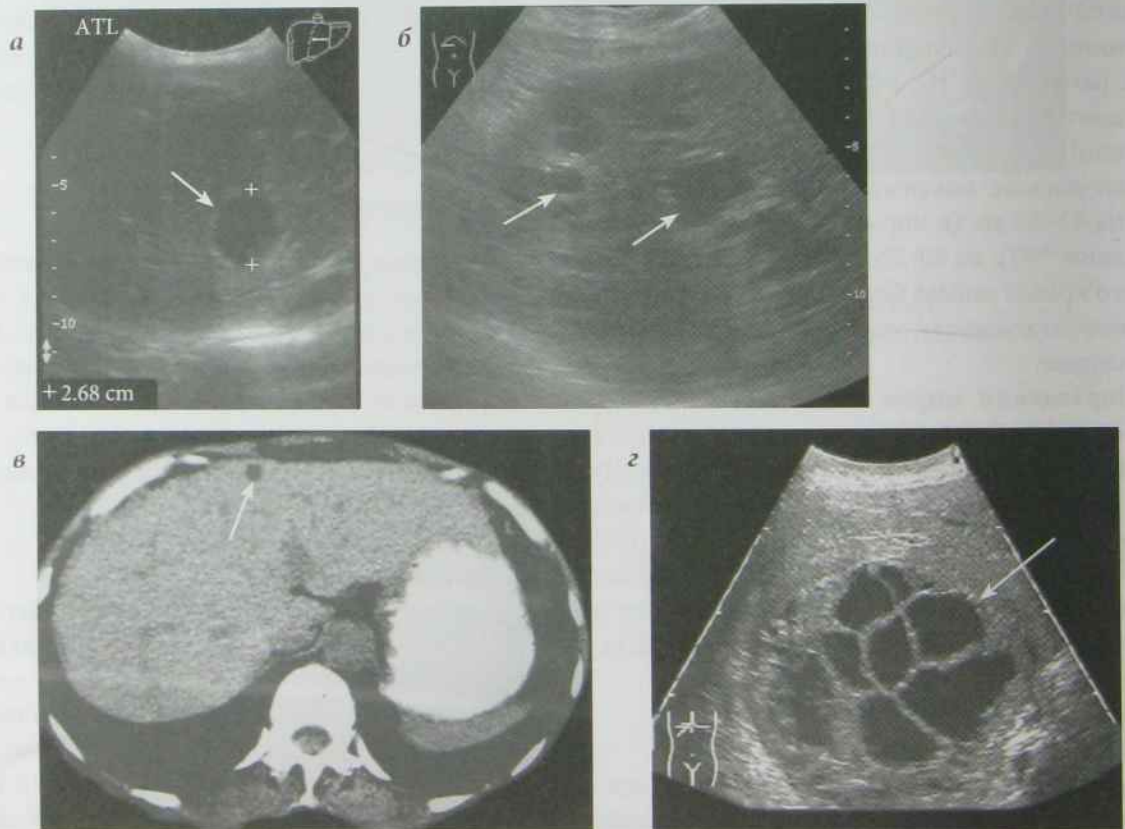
а) УЗД печінки, кіста печінки (стрілка); б) УЗД печінки, множинні кісти печінки (стрілки); в) КТ черевної порожнини, аксіальний зріз, кіста печінки (стрілка); г) УЗД печінки, ехінококові кісти печінки (стрілка)
